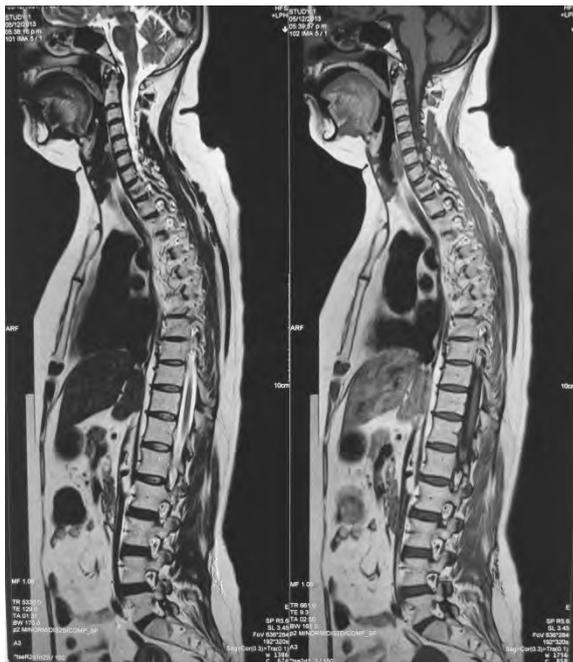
Resonancia magnética nuclear de columna, realizada en el año 2013. Compromiso de 3 segmentos medulares.
